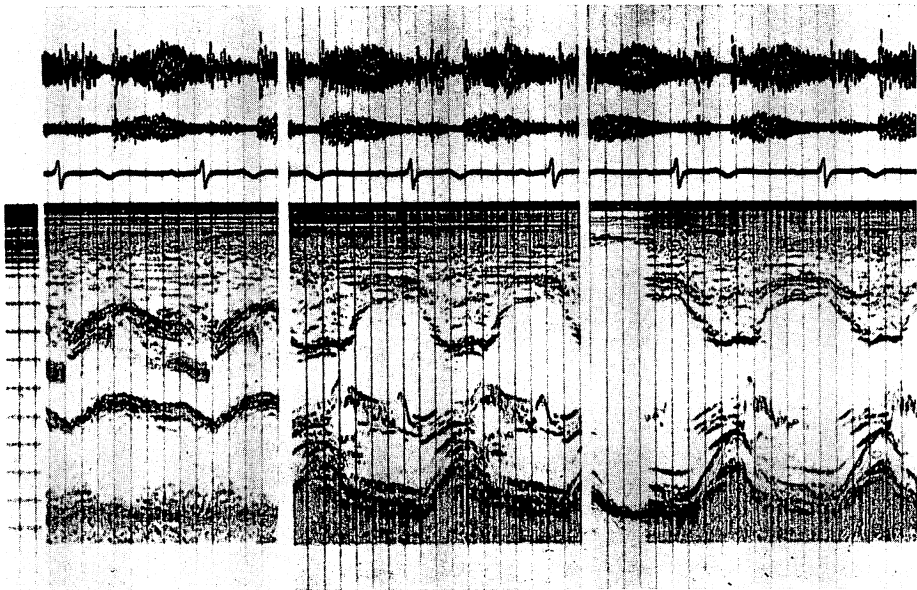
Phonoechocardiogram of Case 2.
